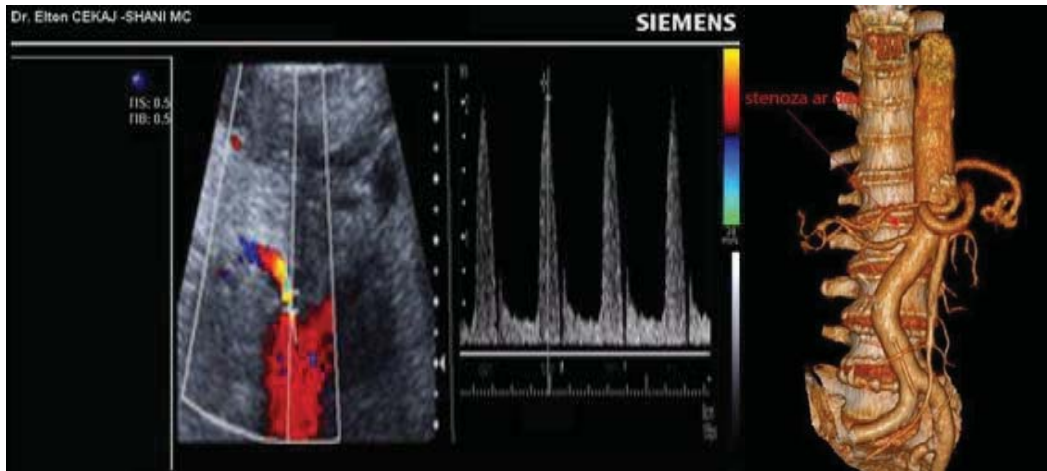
Në këtë rast pas matjes së shpejtësisë në 1/3 proximale të arteries renale dex rezulton VSmax 204 cm / s. Stenoza konfirmohet nga angio CT (në të djathtë të figurës)
